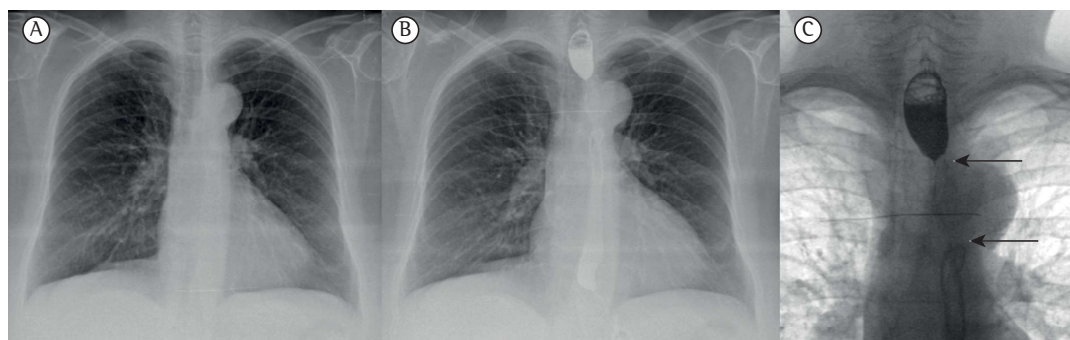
Radiografia de tórax de uma mulher de 61 anos de idade com história de 3 meses de tosse crônica. Em A, radiografia de tórax em incidência posteroanterior sem alterações significativas. Em B e C, respectivamente, radiografias de tórax em incidência posteroanterior e em perfil realizadas após a ingestão de bário, mostrando a junção esofagogástrica (seta preta) acima do hiato esofágico do diafragma, consistente com hérnia hiatal.
